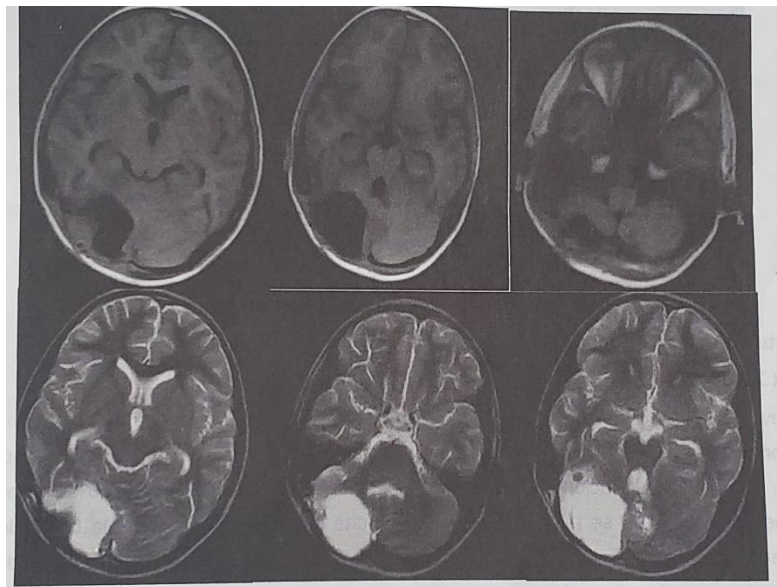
a) Resonancia Magnética. Vista axial
